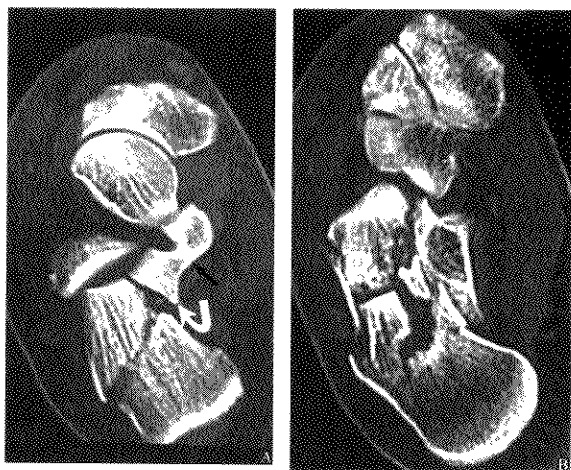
CT 显示：A、B 跟骨粉碎骨折载距突骨折(弯白箭)
